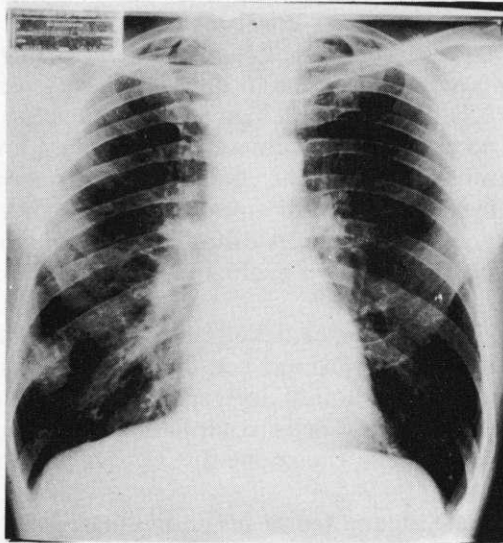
Stesso caso della fig. 1. Radiografia del torace dopo 3 mesi dall'incidente. Risoluzione del quadro polmonare bilateralmente. Persiste un'immagine di addensamento rotondeggiante a livello del lobo inferiore del polmone destro. Probabilmente si tratta di ematoma in fase di riassorbimento.
